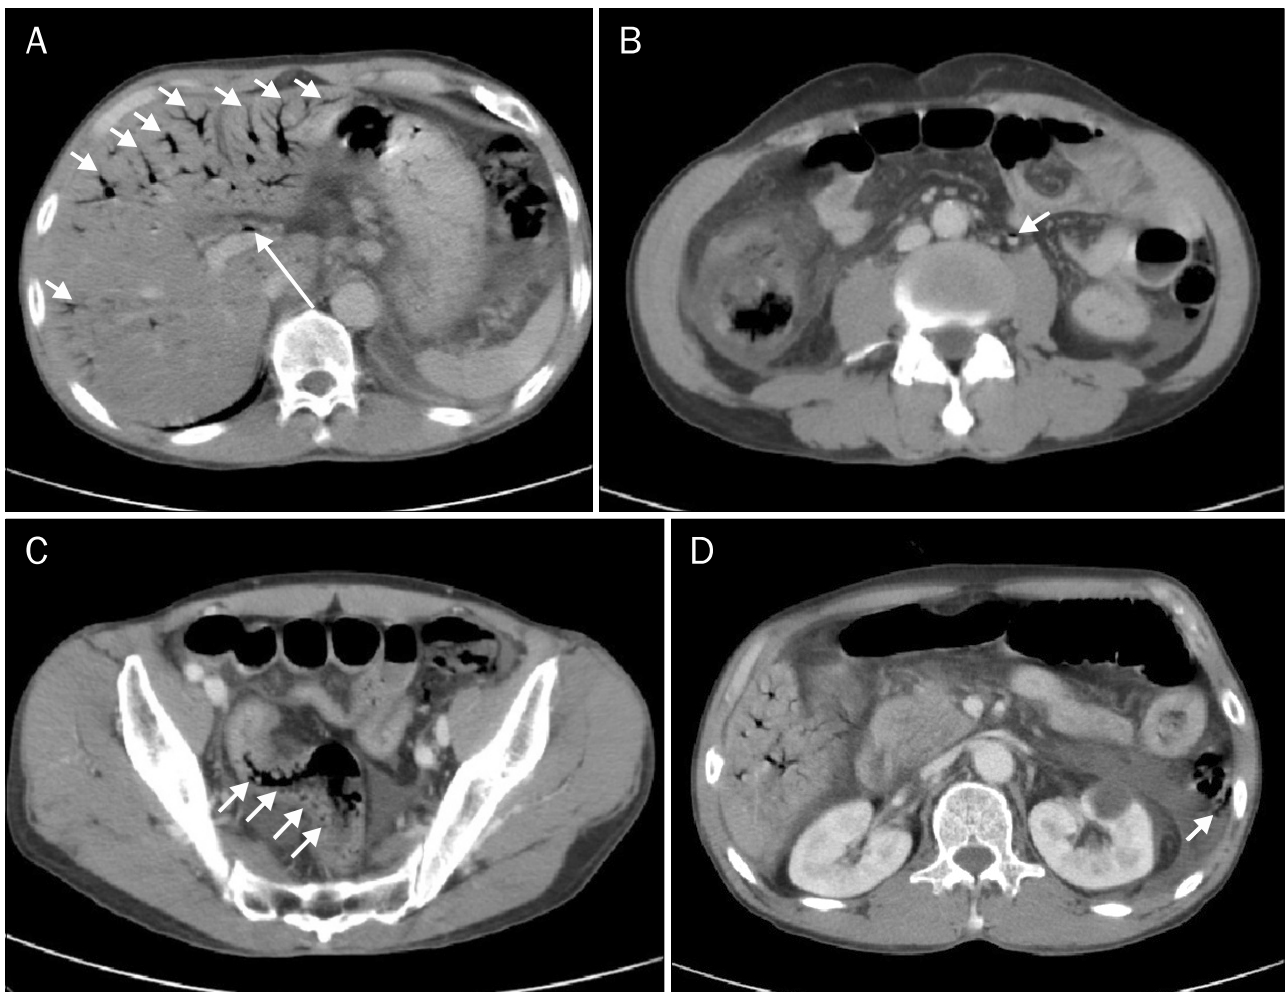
Abdominal computed tomography scan. (A) Numerous air densities are noted in the distal portal vein branches of the liver (short arrows), and gas is also seen in the extrahepatic portal vein (long arrow). (B) Gas is present within the inferior mesenteric vein (arrow). (C) Numerous air bubbles in the bowel wall are noted on descending and sigmoid colon (arrows). (D) Mild fluid collection and minimal amount of free air are observed in the left pericolic gutter (arrow).
